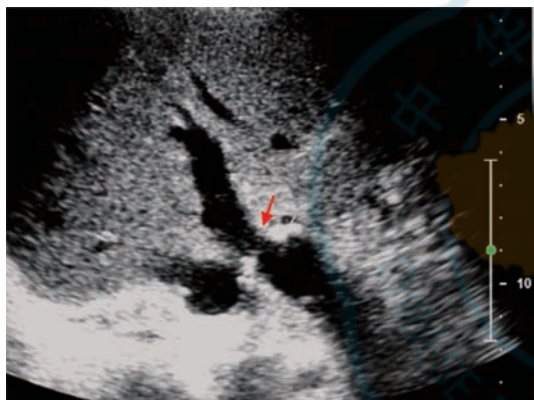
肝移植术后移植肝门静脉吻合处超声图像 患者男, 71 岁, 原位肝移植术后 3 个月, 灰阶超声显示移植肝门静脉吻合处局部偏细, 呈“束腰状”(箭头)
